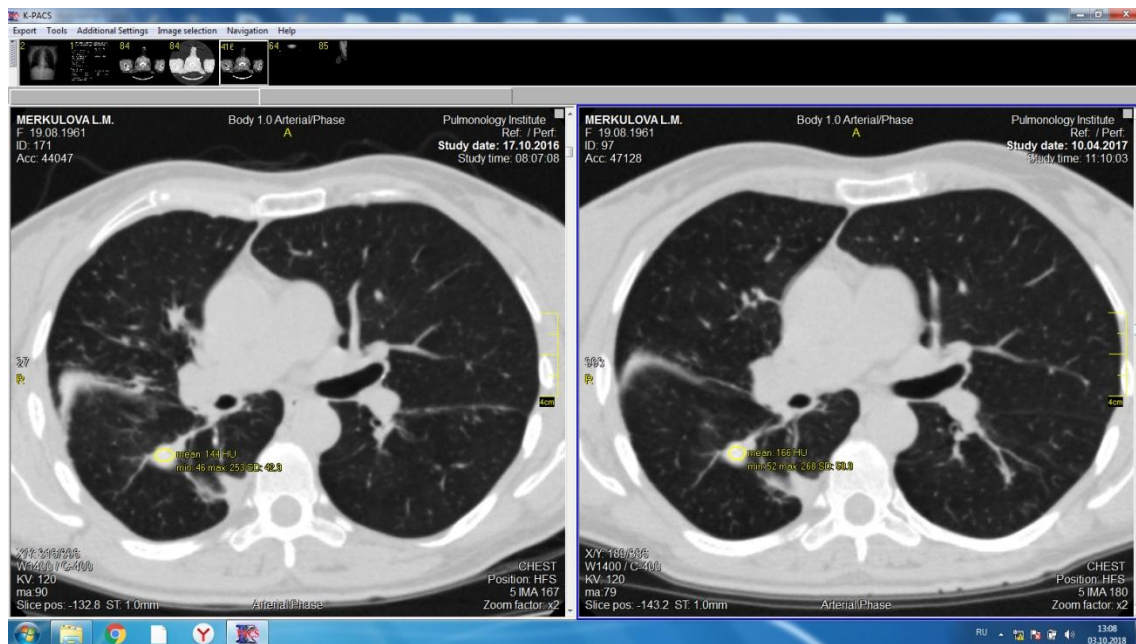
5. Аксіальні зрізи КТ хворої К. після завершення інтенсивної фази лікування (зліва) та основного курсу (зправа).
